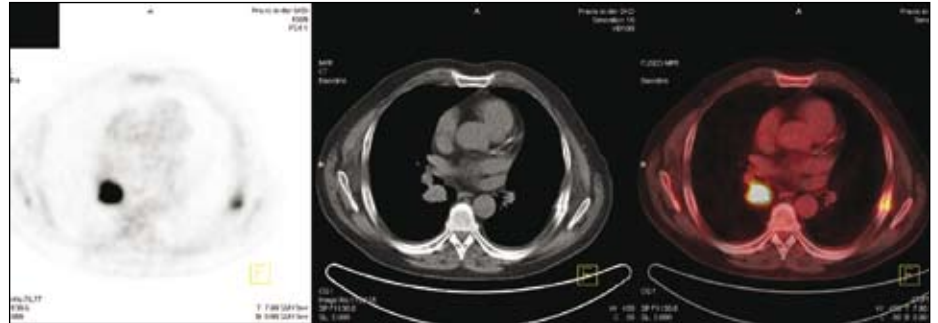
PET ; CT ; PET/CT: Bronchialkarzinom (links im Bild) mit Rippenfraktur (rechts im Bild)
